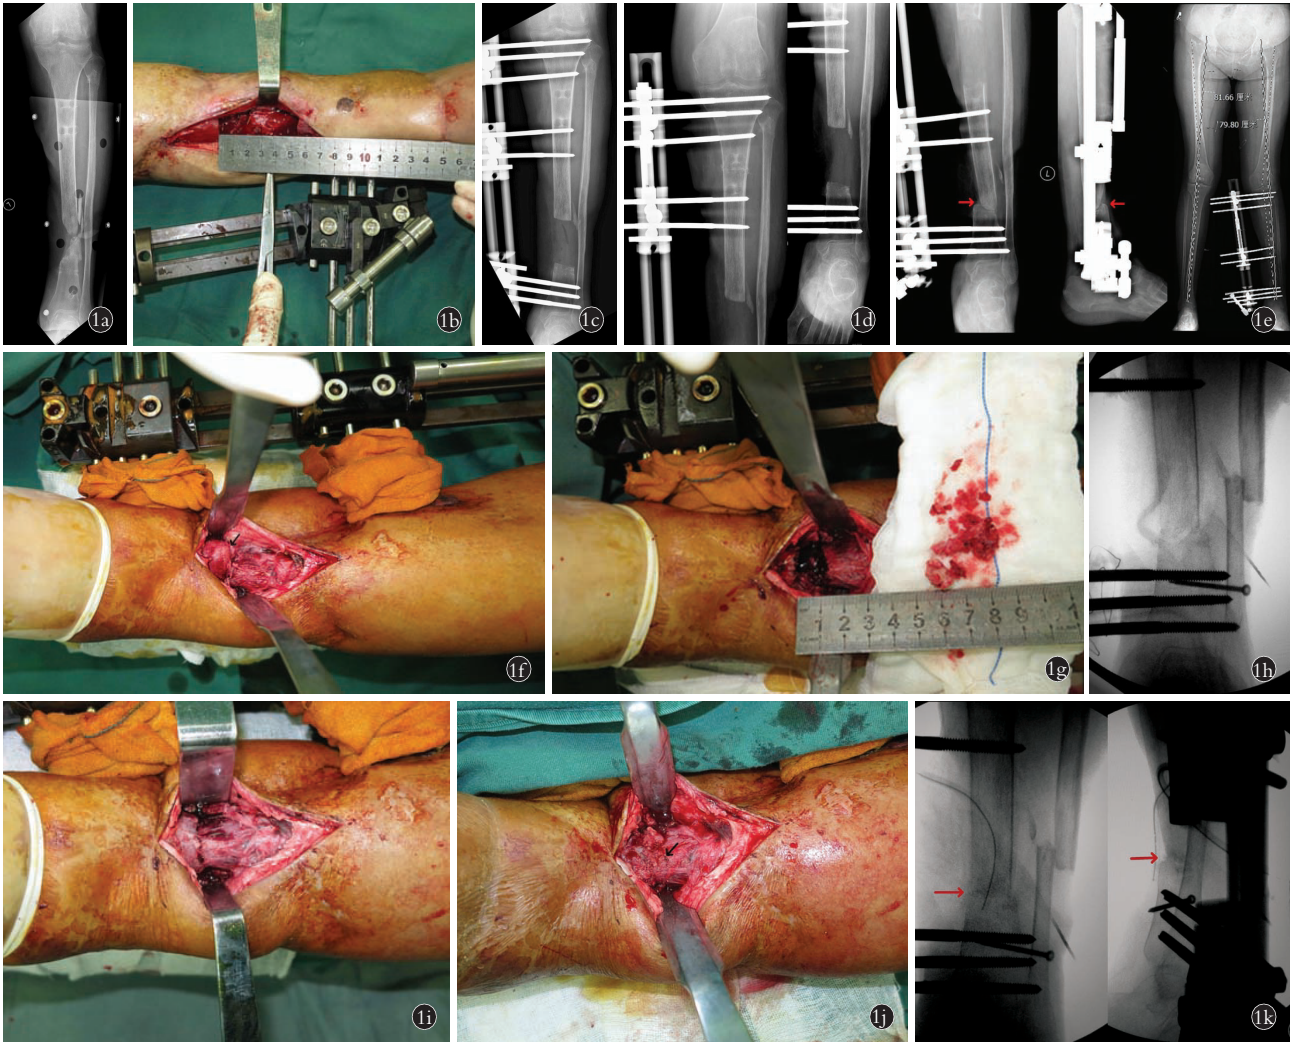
患者,女,62岁,车祸致伤 1a.左胫腓骨开放骨折后8个月伴窦道 1b.清创术中产生5.5cm节段性骨缺损 1c.清创单侧外固定架固定术后正位X线片 1d.清创6周后感染控制,行胫骨近端截骨术后正位X线片 1e.截骨后88d,对接端接触时正侧位X线片和全长测量X线片示:接触端对位不良(箭头所示),接触面小,骨端形态不利于加压,患肢短1.8cm 1f.新鲜化手术中大体相:软组织卡入对接端,骨端被纤维软骨帽(箭头所示)封闭 1g.将运输骨段即刻回牵5~10mm,切除卡入的软组织和骨端的纤维软骨帽。将骨端修整成横断骨折,从邻近髓腔内挖取松质骨 1h.术中透视:固定下胫腓,腓骨截骨后短缩重叠 1i.术中体位相:调整对位后立即短缩肢体使对接端接触并加压 1j.术中体位相:将胫骨断端两侧的皮质表面去皮质化,削成“鱼鳞”样后(箭头所示),植骨 1k.术中透视:调整对位(箭头所示)、短缩加压,植骨
